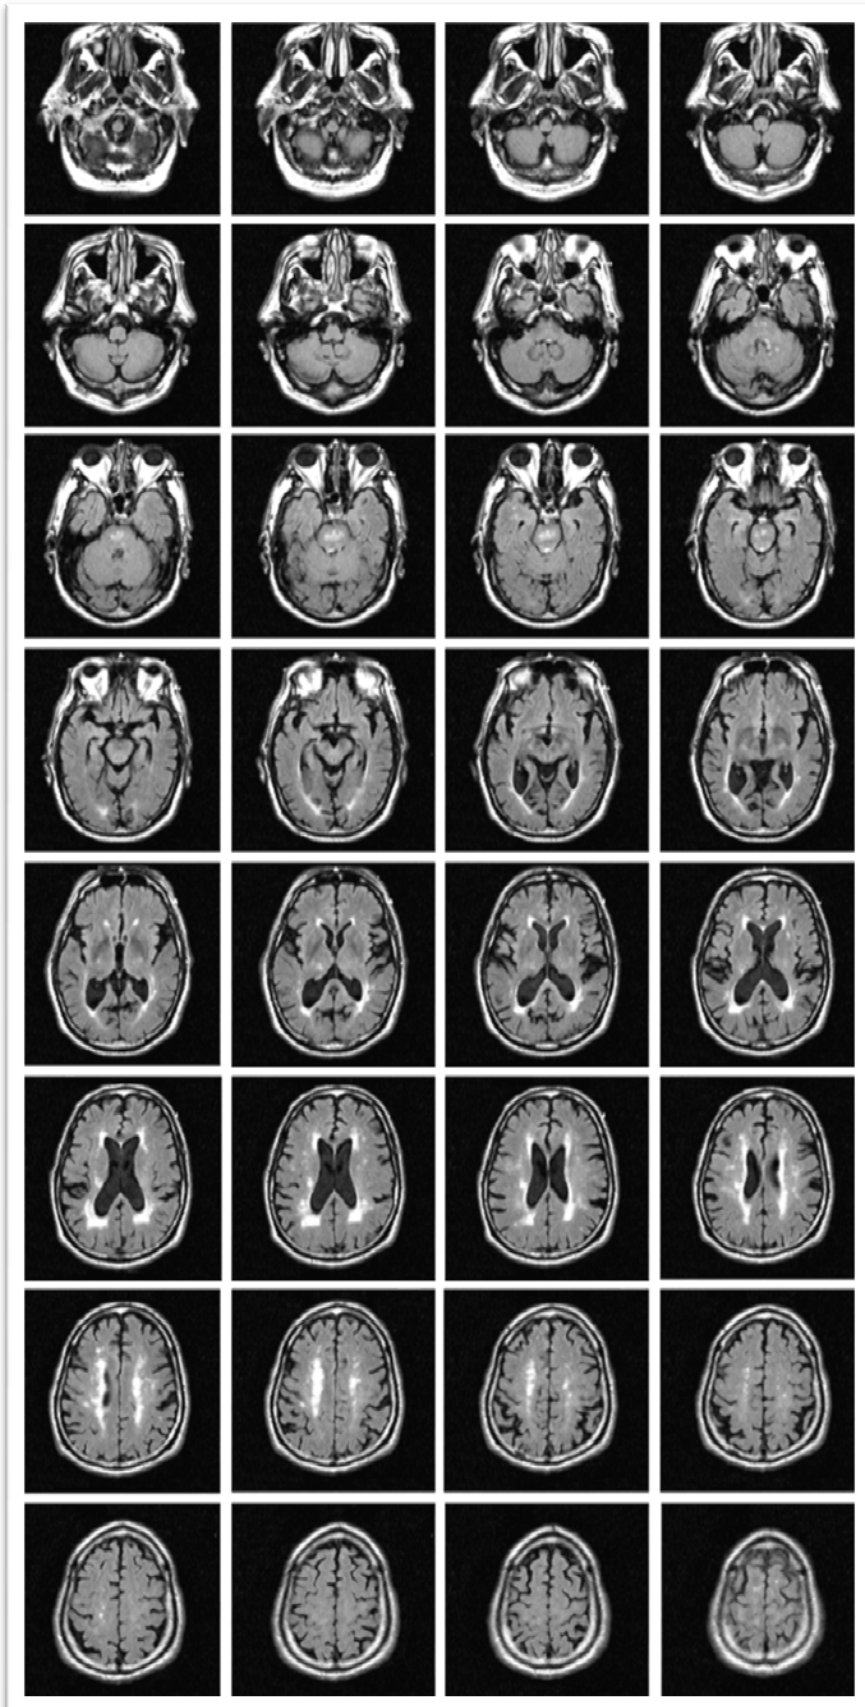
Distribuição topográfica das ASBRE em RM, imagens ponderadas em T2 Fast-FLAIR. Cortes axiais desde o buraco magno até à convexidade, permitindo observar as áreas de predileção das ASBRE.
